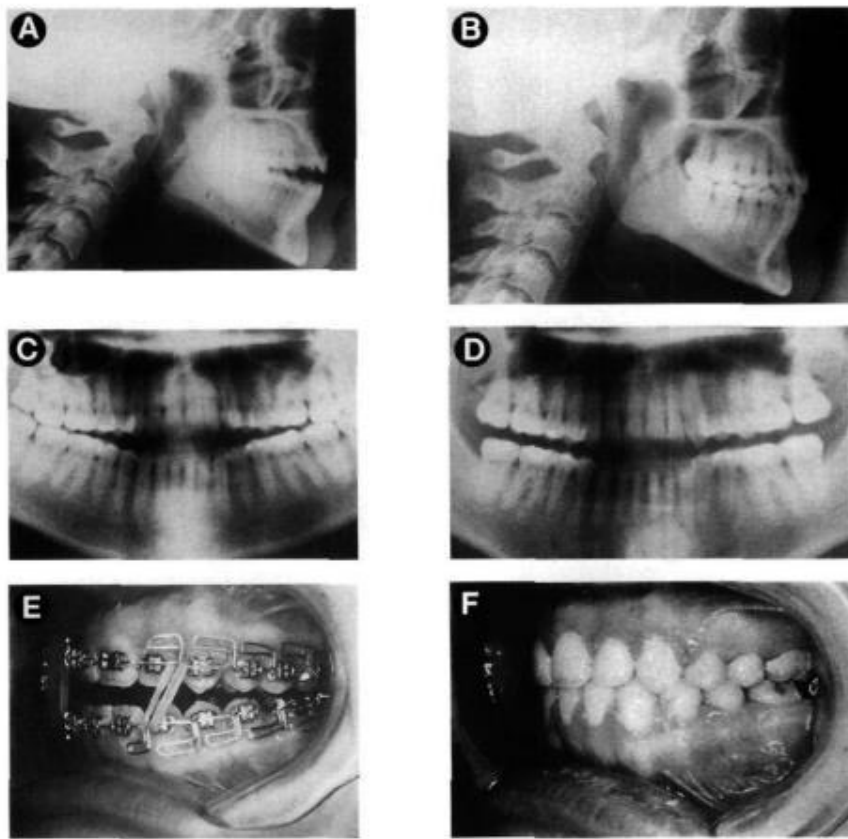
Pretratamiento de la radiografía cefalométrica lateral de una maloclusión de mordida abierta esquelética. (A) Radiografía cefalométrica de postratamiento (B) Radiografías panorámicas de pretratamiento (C) y postratamiento (D) que muestran el enderezamiento de los dientes posteriores después del tratamiento con el MEAW. El arco MEAW en su lugar apoyado por elásticos verticales para contrarrestar las fuerzas intrusivas de los dientes anteriores (E). Oclusión postratamiento (F). (*Overbite depth indicator and its treatment with multiloop edgewise arch wire. Angle Orthod 1987; 57:290-391.*)
